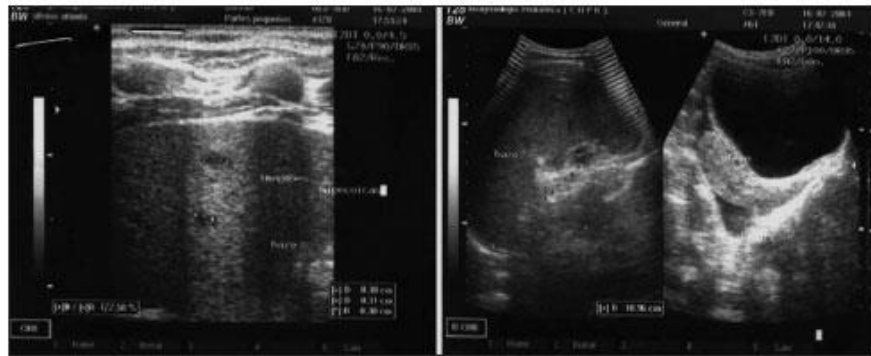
Ecografía abdominal. Múltiples imágenes hipoeecóicas redondeadas a nivel esplénico.
